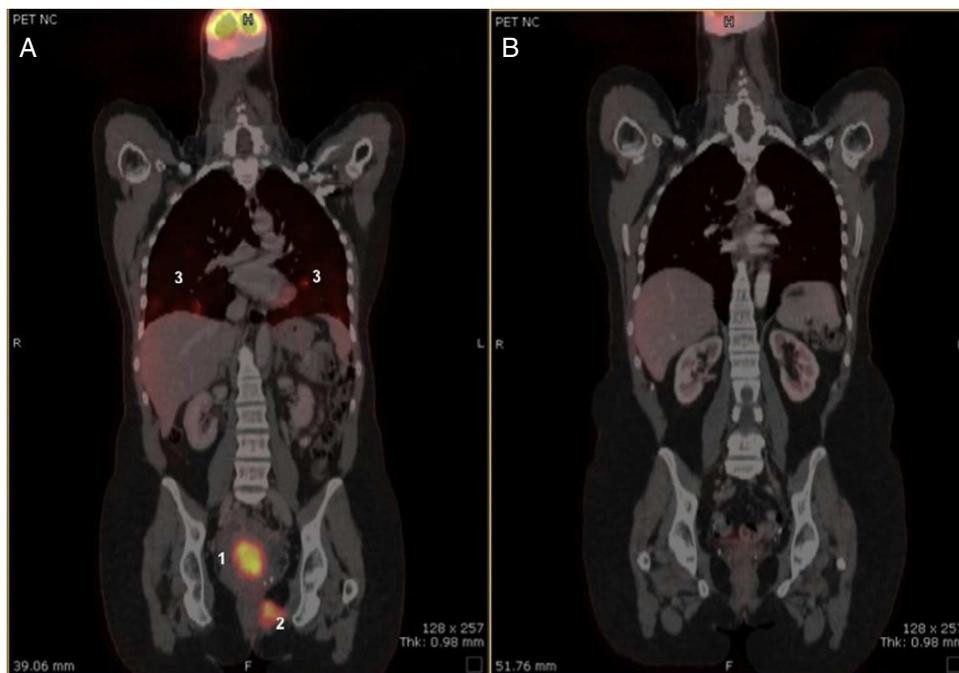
A) PET-TAC de julio de 2010: masa cervical (1); implante vaginal (2); nódulos pulmonares (3). B) PET_TAC de agosto de 2013: ausencia de enfermedad.
